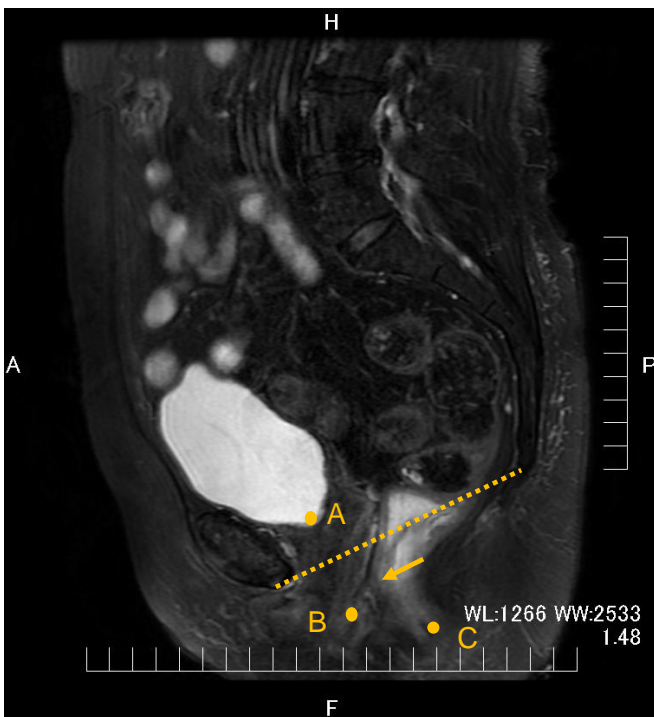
骨盤MRI T2強調（矢状断面: sagittal slice）
